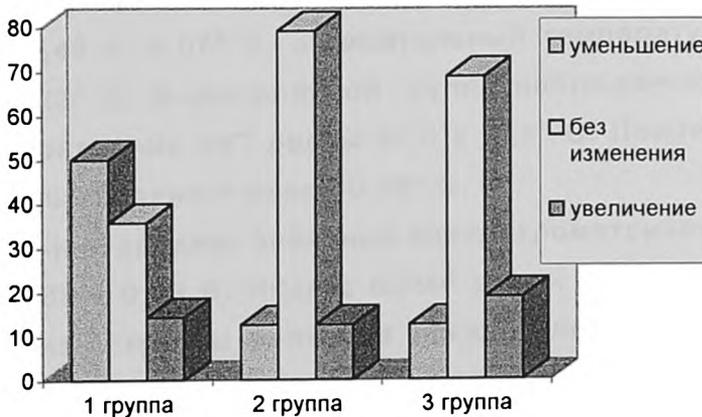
Частота и характер изменения структуры верхушечного периодонта по данным рентгенографии зубов через 6 мес. после лечения.
